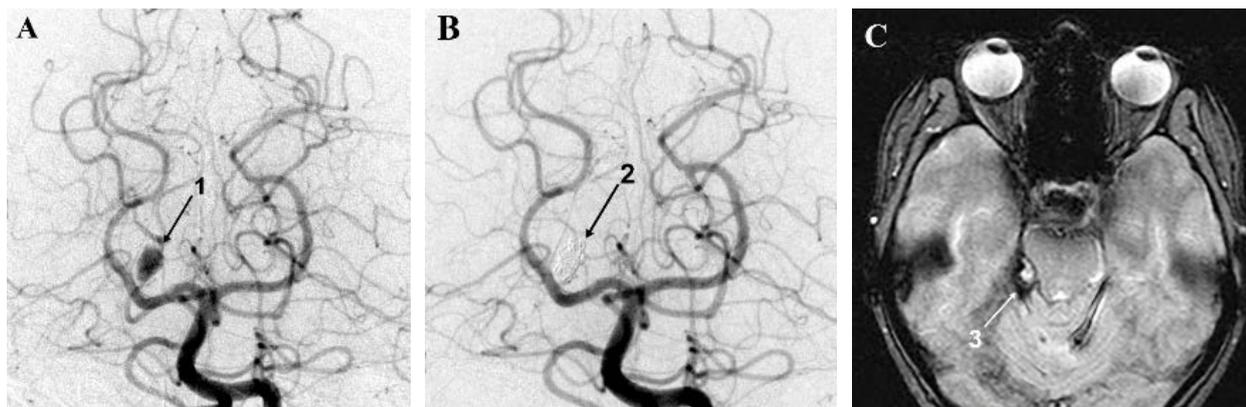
Церебральная ангиография: до операции (А); после операции (В); магнитно-резонансная томография головного мозга до операции, режим Т2 (С)
